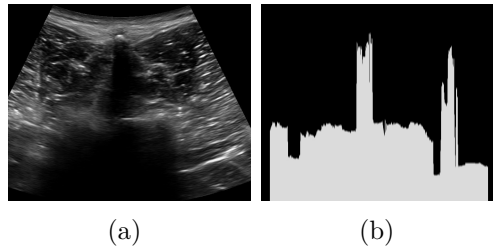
Vertebral ultrasound image (left) and binarized image based on rupture point detection (right).
